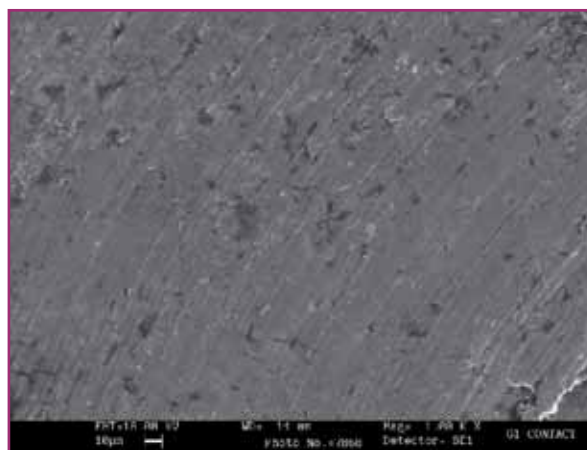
gruppo G1CT; a contatto Er:YAG, 200 mJ 10 Hz, con water-spray SEM 1000x.
